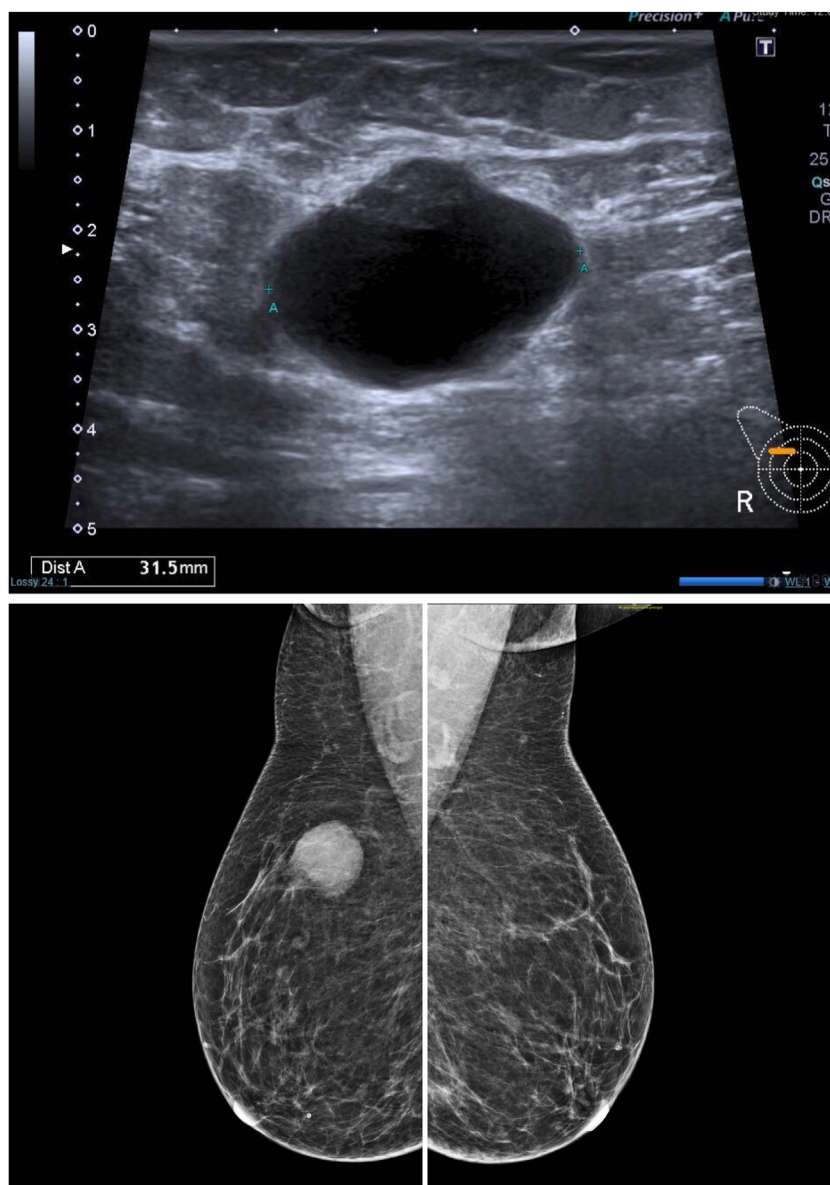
Ecografía (arriba): En el cuadrante supero-externo de la mama derecha, se visualiza una imagen econegativa, bien delimitada de 31,5 mm, que presenta en su interior, en el polo superior, un nódulo sólido de 11 mm. Mamografía bilateral en proyección oblicua medio lateral (abajo): Se aprecia una lesión redondeada con bordes espiculados, de 3,1 cm en la parte superior de la mama derecha.
